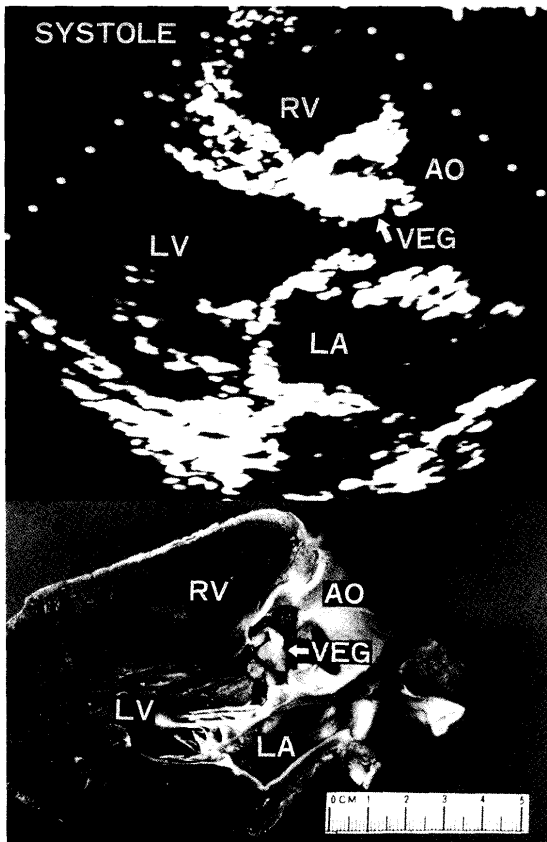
カンジダによる感染性心内膜炎（70歳、男性）断層心エコー図（上段）とその剖検心（下段）
